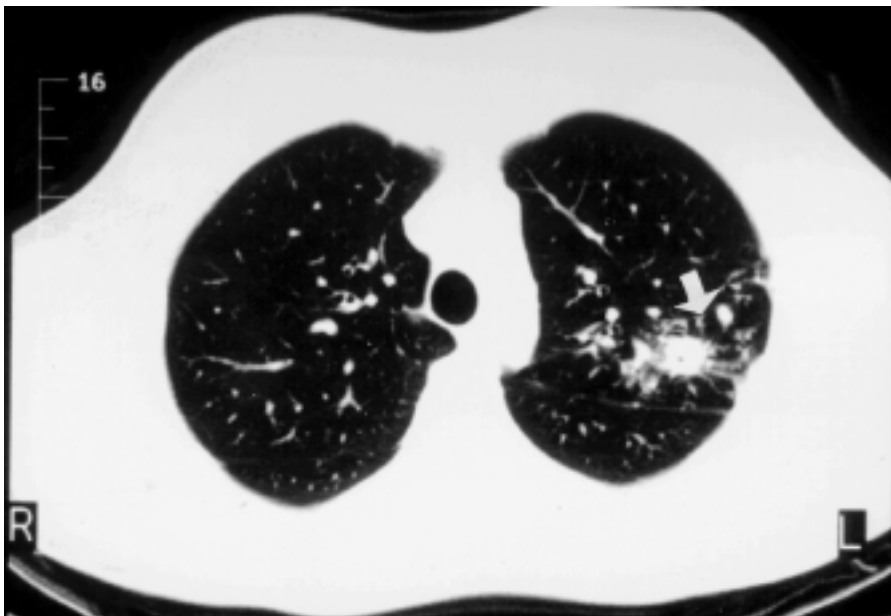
Tomografía computarizada de un paciente de 35 años de edad que evidencia una lesión cavitada y macronódulos. Diagnosticado de tuberculosis por cultivo del esputo.
